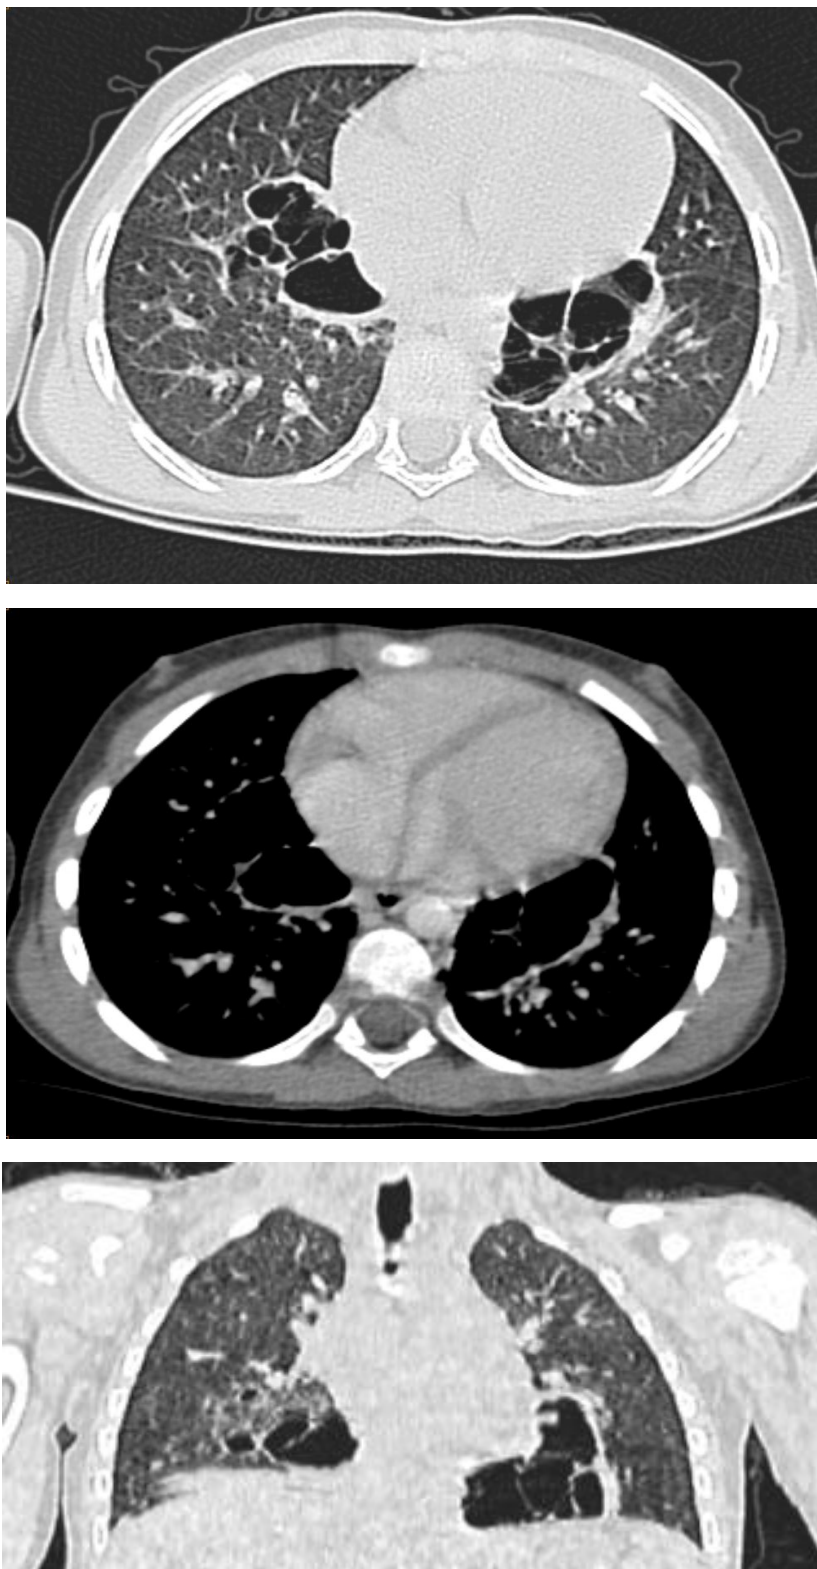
TDM thoracique d'une patiente de notre série montrant des micro abcès
